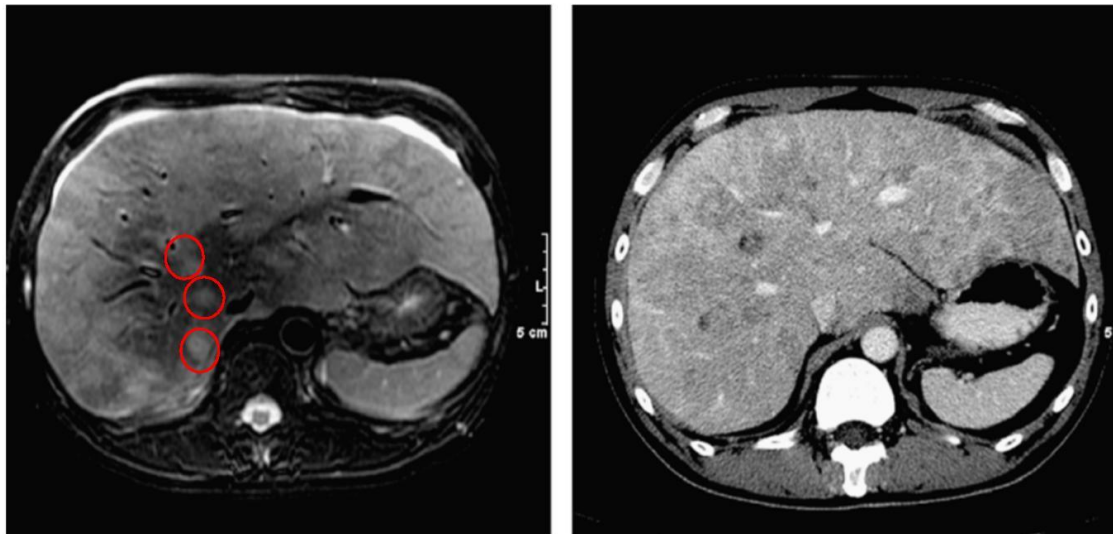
RM y TC, mostrando una 'progresión' falsa debido al cambio en la técnica de imagen [4]
